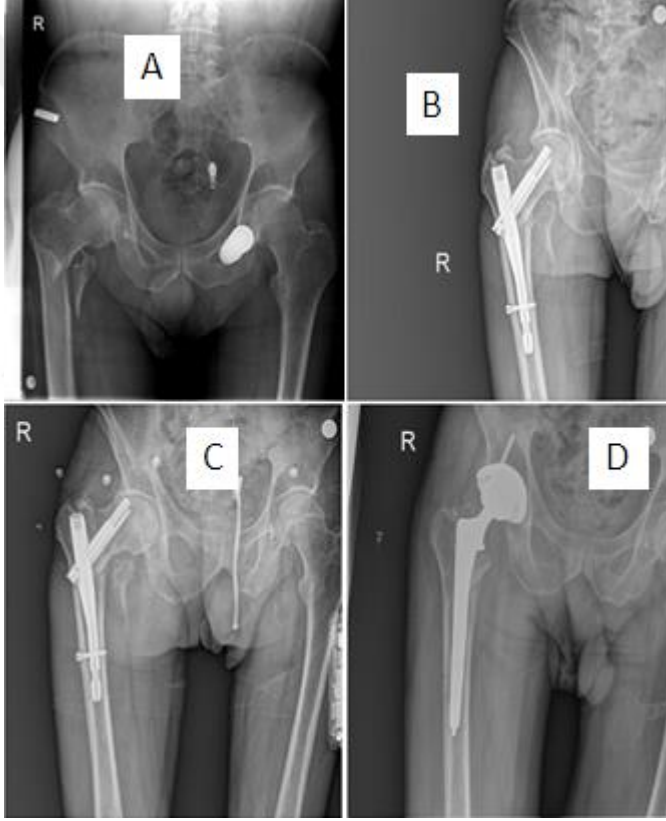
Olgu-1 grafileri A: Hastanın pre-op grafisi B: Hastanın PFN ameliyatı sonrası post-op grafisi C: Hastanın PFN ameliyatı sonrası 6. ay grafisi, hastada PFN-cut out gözlenmekte olup, baş varusta ve kaynama yetersizdir. D: Hastanın revizyon sonrası 3. ay grafisi görülmektedir. ( Okmeydanı E. A. H.)
